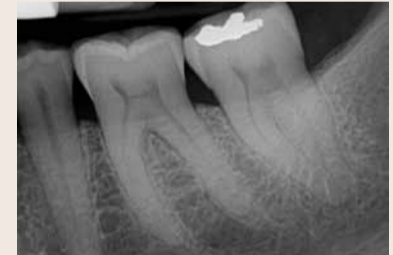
\_Radiographic presentation of a patient with pain in the lower left second molar, which has been minimally restored.
